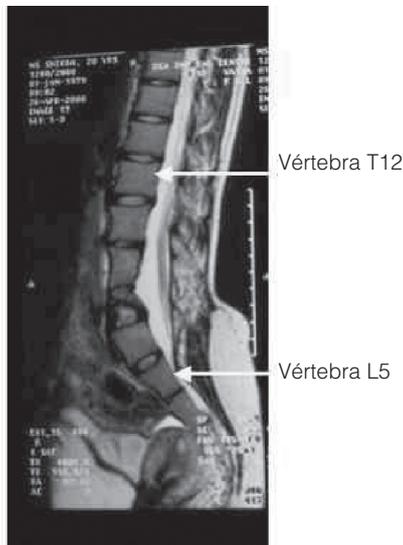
Resonancia Magnética de la Columna Lumbosacral. Cavidad que se extiende de T12 hasta L5.
